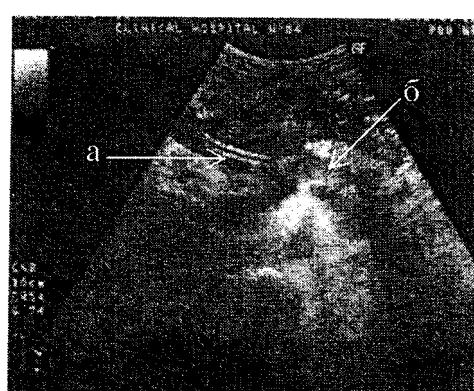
Ультразвуковая томограмма больного К. Состояние после эхоконтролируемого дренирования жидкостного образования сальниковой сумки: а – дренаж в полости сальниковой сумки, б – поджелудочная железа.
